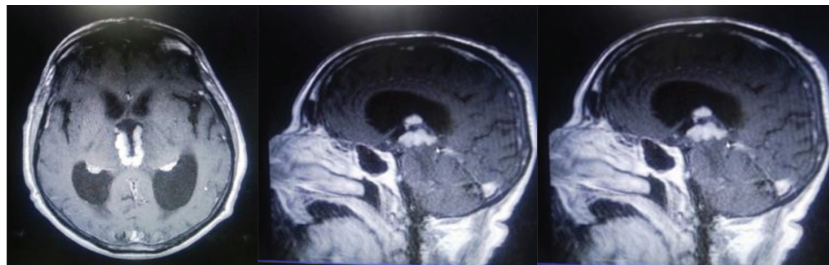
МРТ головного мозга больного П., 80 лет. Опухоль в области III желудочка, обтурационная внутренняя гидроцефалия
